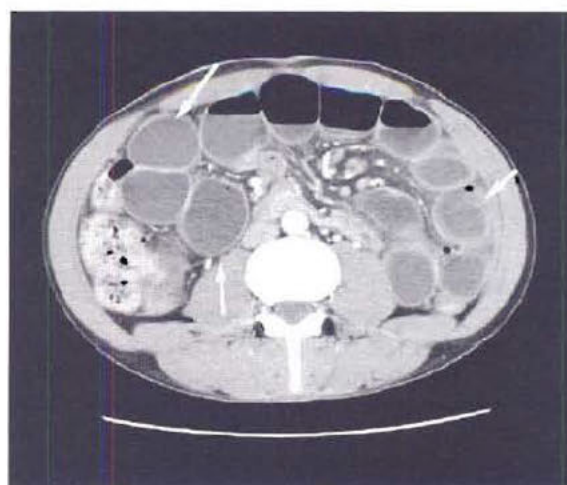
TDM après injection intraveineuse de produit de contraste : distension de multiples anses digestives remplies de liquide (flèches) et d'air avec niveaux hydro-aériques ; il s'agit d'anses grêles, car le côlon ascendant et descendant est normal : occlusion du grêle.
